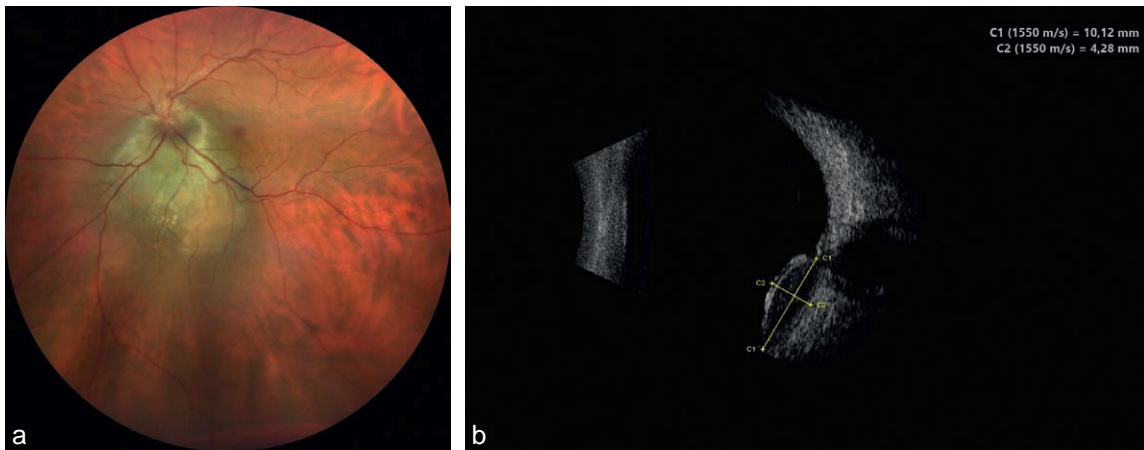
a. Mélanome choroïdien envahissant le nerf optique. b. Pas de nodule d'extériorisation visible en échographie.
